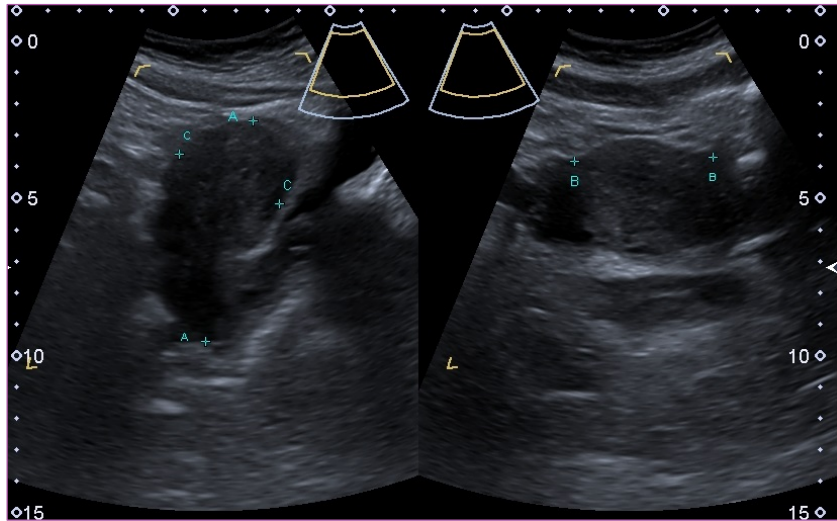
PANTALLA DIVIDIDA. A LA IZQUIERDA DEL LECTOR, CORTE SAGITAL DEL ÚTERO PRACTICADO POR VÍA TRANSABDOMINAL CON VEJIGA VACÍA, COMO VISTA PREVIA DE UNA ECOGRAFÍA TRANSVAGINAL. A LA DERECHA, CORTE AXIAL
